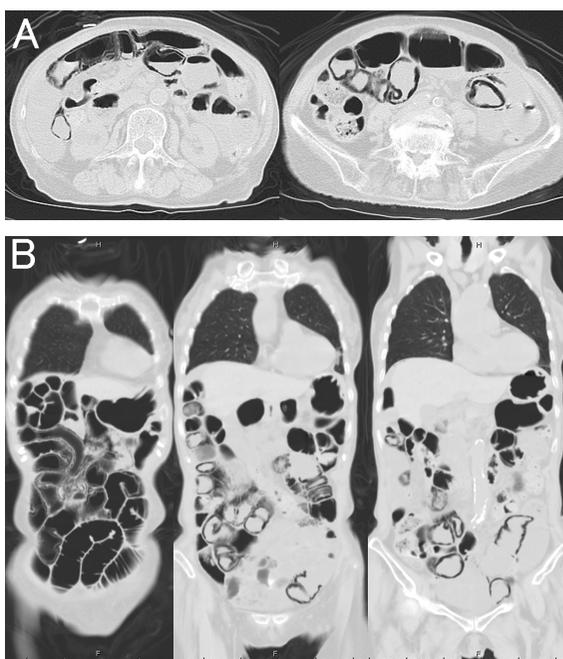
入院時CT肺野条件所見（A：冠状断，B：前額断）：小腸が著明に拡張し小腸壁の気腫性変化，壁内ガス像を広範囲に認めた。
